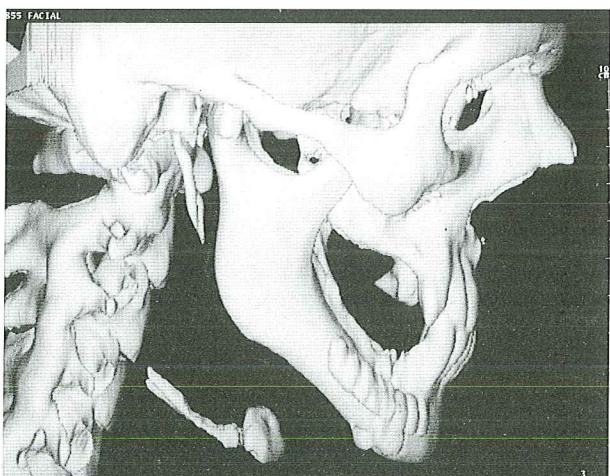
Postoperative 3D-CT reconstruction of the patient no. 2, showing artefacts created by RIF after body osteotomy.
